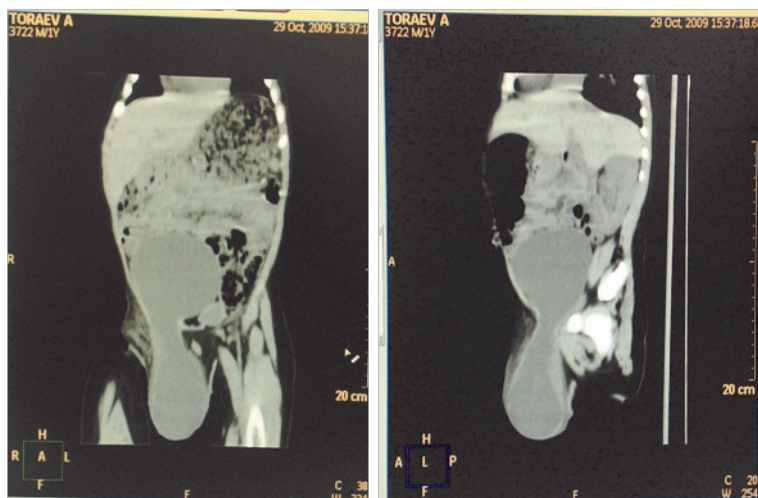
МСКТ брюшной полости и мошонки в прямой (а) и боковой (б) проекциях.
